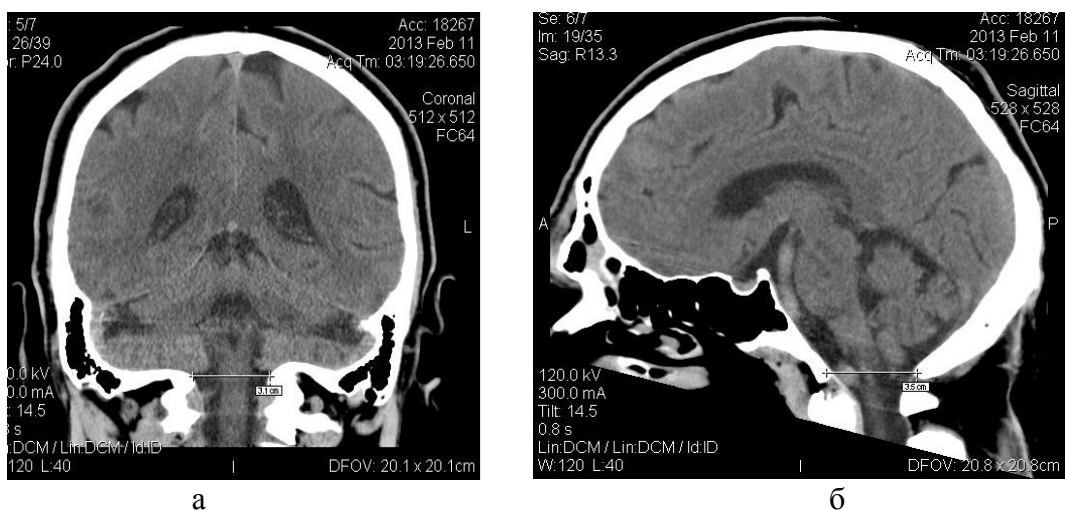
СКТ-морфометрия большого затылочного отверстия во фронтальной (а) и сагиттальной (б) проекциях
